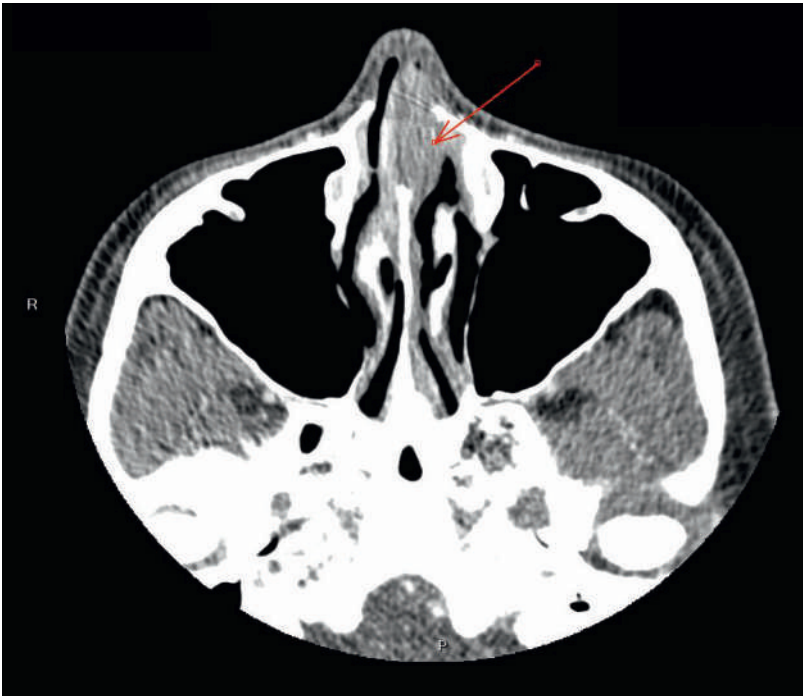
CT mit Kontrastmittel des Gesichtsschädels: Rundherd im Bereich des vorderen linken Nasenseptums von $1,2 \times 0,9 \times 1,5$ cm, nicht hypervaskularisiert, primär verdächtig auf eine Knorpelläsion oder ein Hämangiom.
